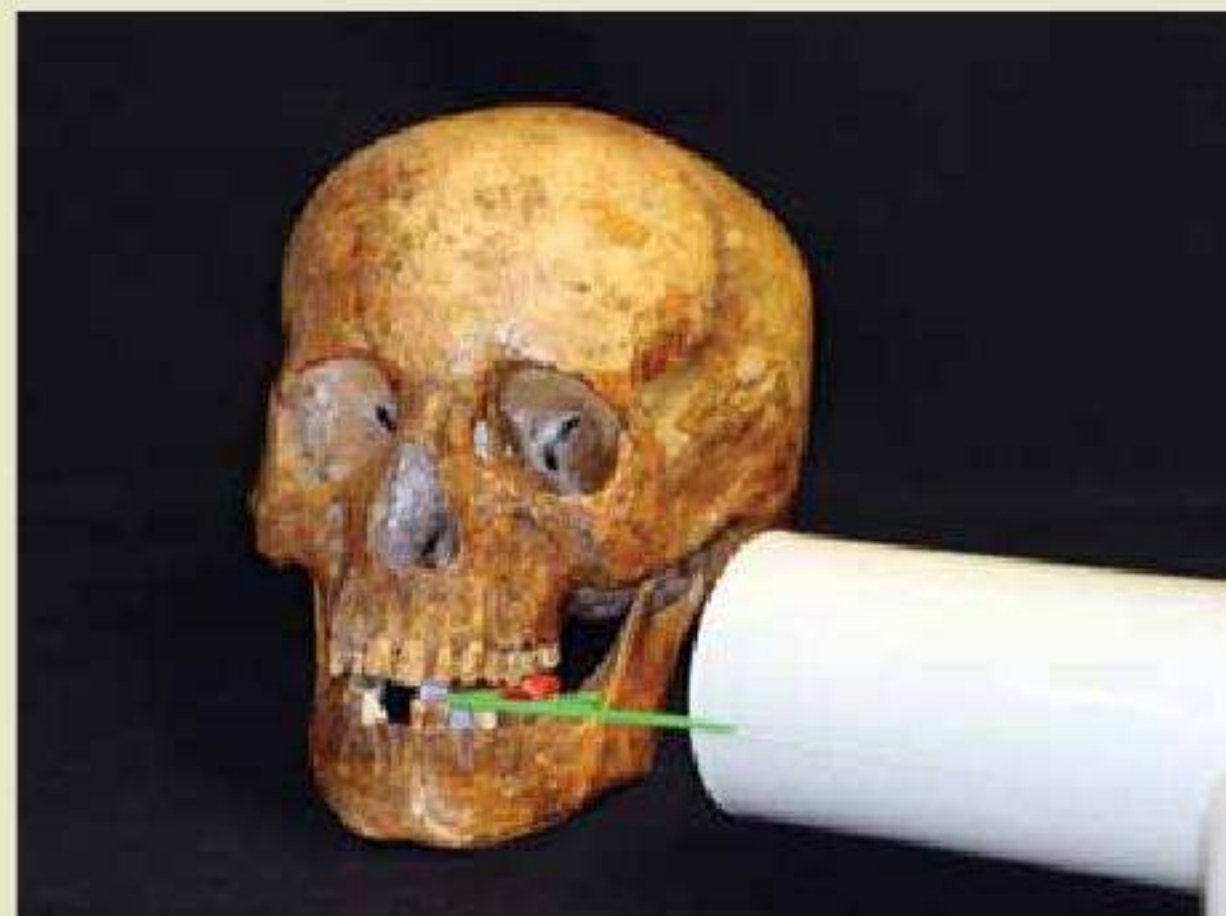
Obtenção das radiografias interproximais
